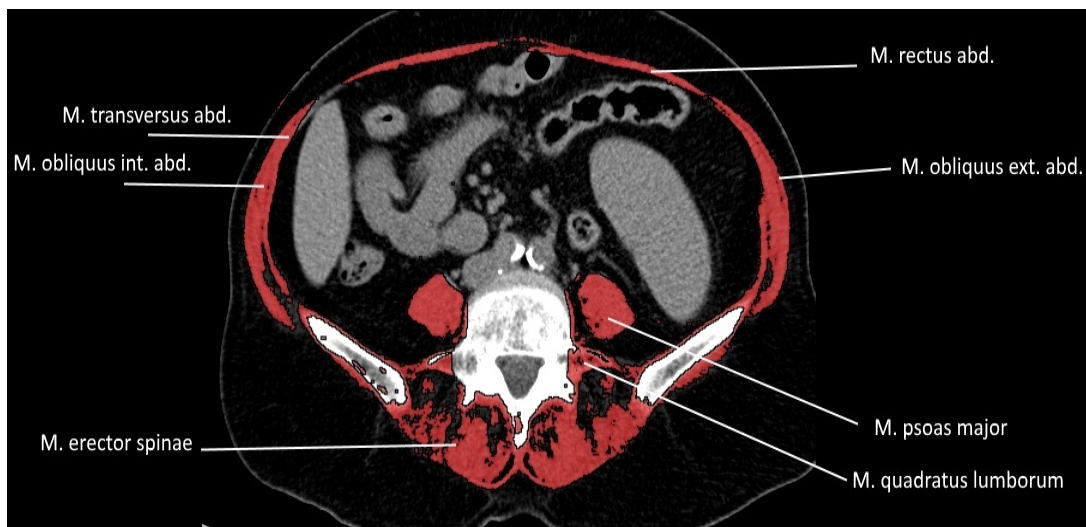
Bauchwandmuskulatur, M. psoas major, M. quadratus lumborum, M. erector spinae in der CT
